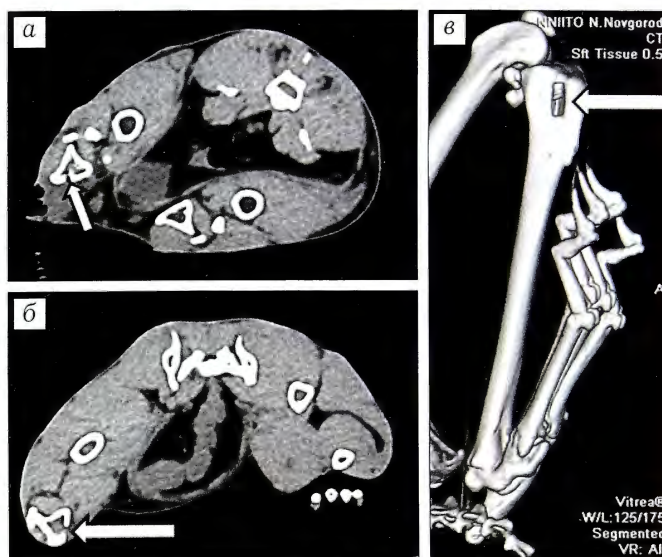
МСКТ-картина оперированного сегмента в день хирургической санации гнойного очага (стрелка указывает на дефект).
